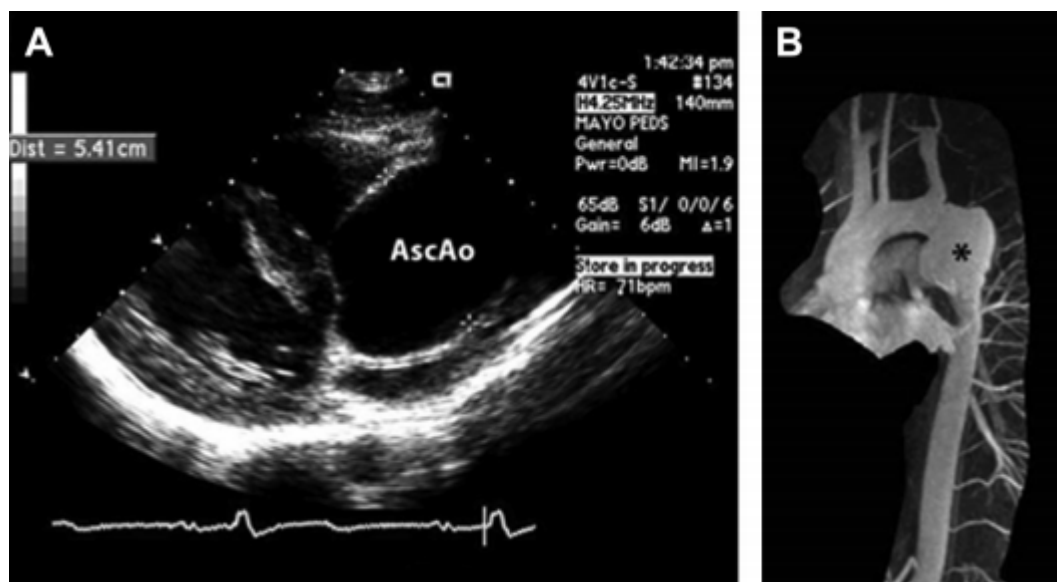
(A) 主动脉缩窄患者的经胸超声心动图胸骨旁长轴切面显示明显扩大的升主动脉 (AscAo)。(B) 另一位主动脉缩窄修复术之后患者的 MR 血管造影胸主动脉 3D 重建显示修复部位近端的降主动脉扩大 (星号)。
